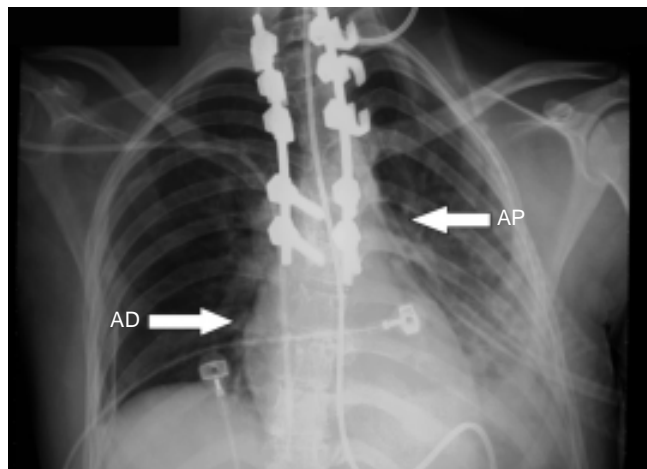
Radiografía AP de tórax donde se observa cardiomegalia con dilatación de la aurícula derecha (AD) y abombamiento de la arteria pulmonar (flechas).
